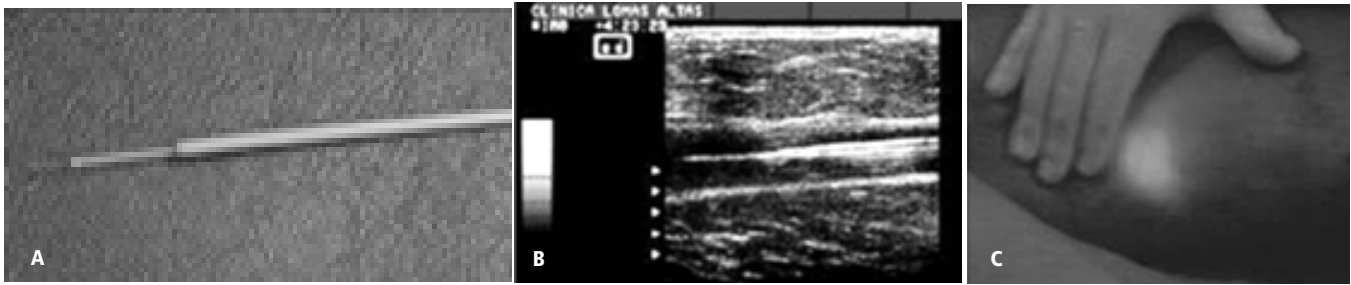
Posición correcta de la fibra laser 1 cm. por fuera del catéter (a), que se corrobora en la imagen de control con el ultrasonido (b). La luz del laser a través de la piel permite identificar la posición del catéter endovascular (c).
